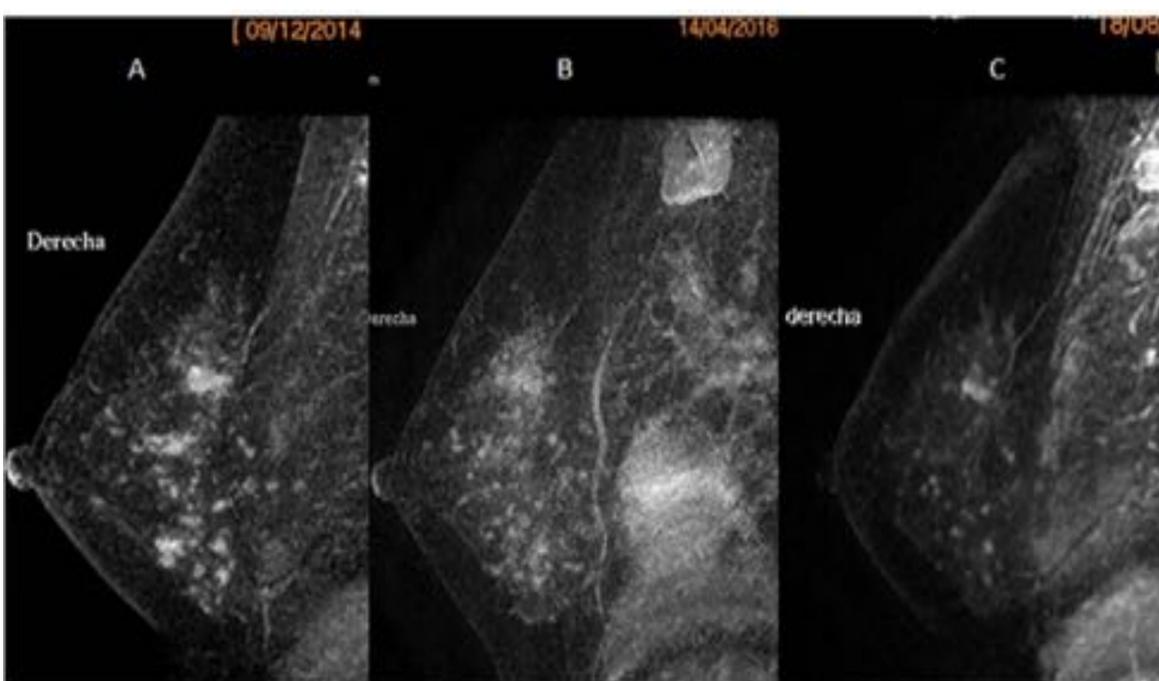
A. Imagen de RM con sustracción con marcada mastopatía y dos lesiones en ICInf y CSE con diagnóstico de parénquima mamario con lesiones de tipo mastopatía fibroquística con focos de hiperplasia ductal usual y papilomatosis intraductal con esclerosis periductal (compatible con lesión compleja esclerosante). Fueron biopsiadas con guía de RM. B. Imagen de RM con sustracción de seguimiento en la que se aprecia la lesión de CSE habiendo desaparecido la de ICInf secundario a la biopsia. C. Imagen de RM con sustracción de seguimiento a los 3 años.
